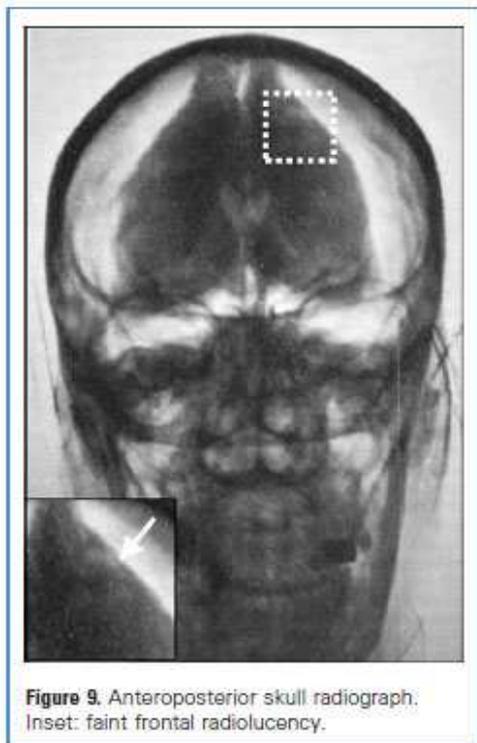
Anteroposterior skull radiograph. Inset: faint frontal radiolucency.
